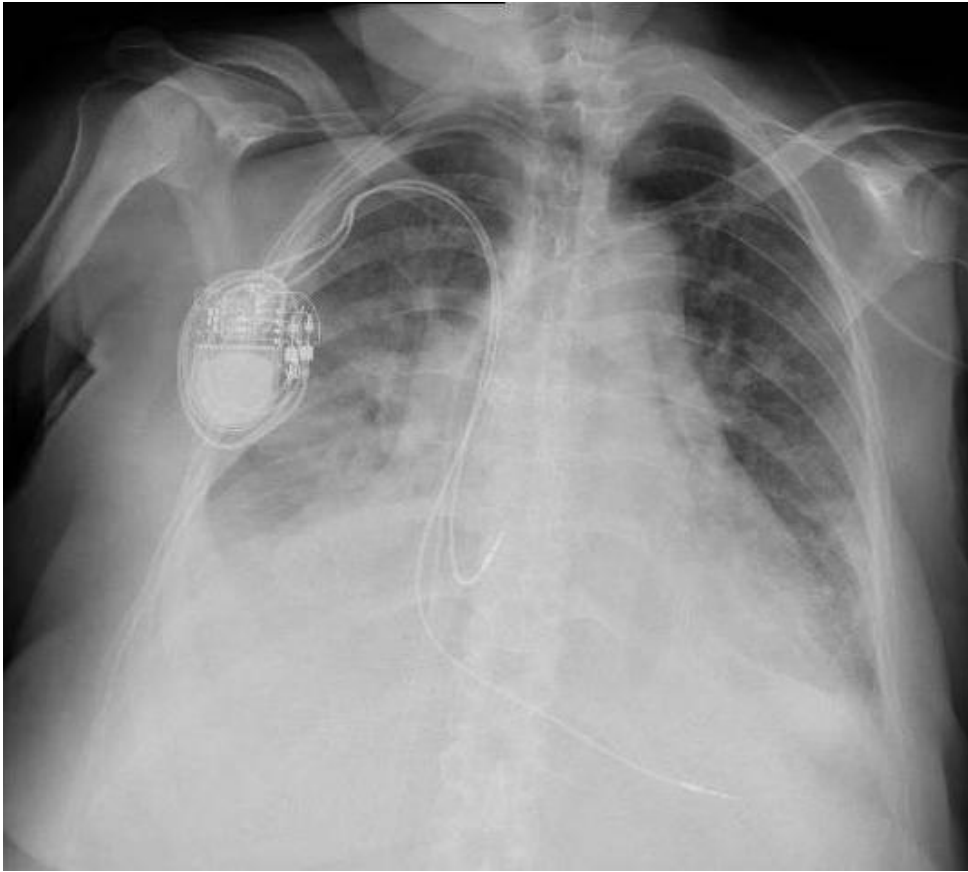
Radiografía de tórax con generador y electrodos de marcapasos.
